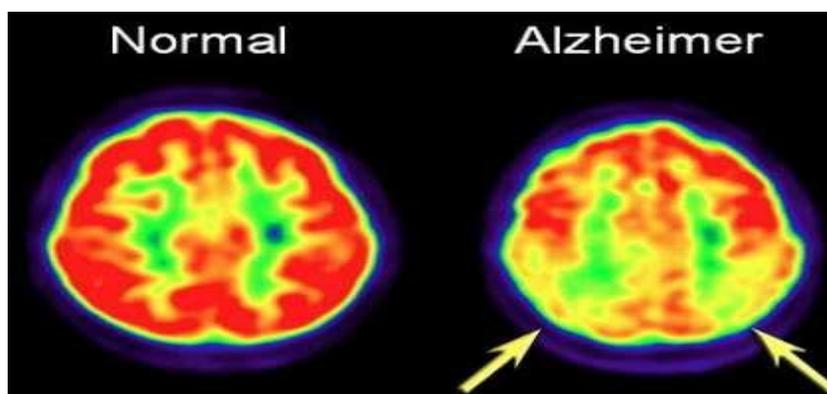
Image TEP obtenue avec le [^{18}F] FDG sur un sujet sain (à gauche) et sur un patient atteint de la maladie d'Alzheimer (à droite) [49].
